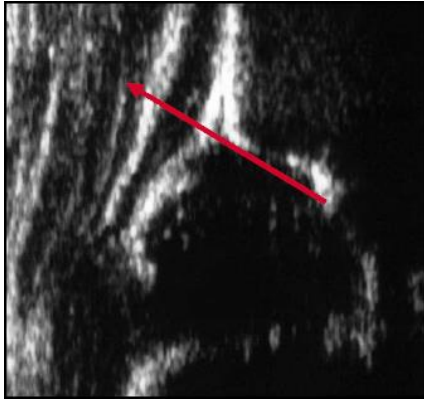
Sonogramm einer rechten Hüfte mit eingezeichneter Pfannendachlinie (Graf et al., 2006, S. 85)
